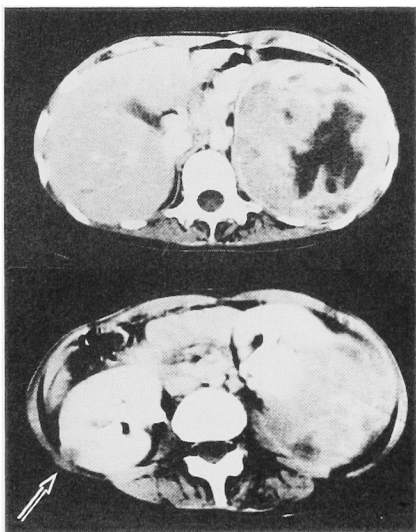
CT scan demonstrated a large mass arising from left kidney. A small mass arising from right kidney (arrow) was also seen.
